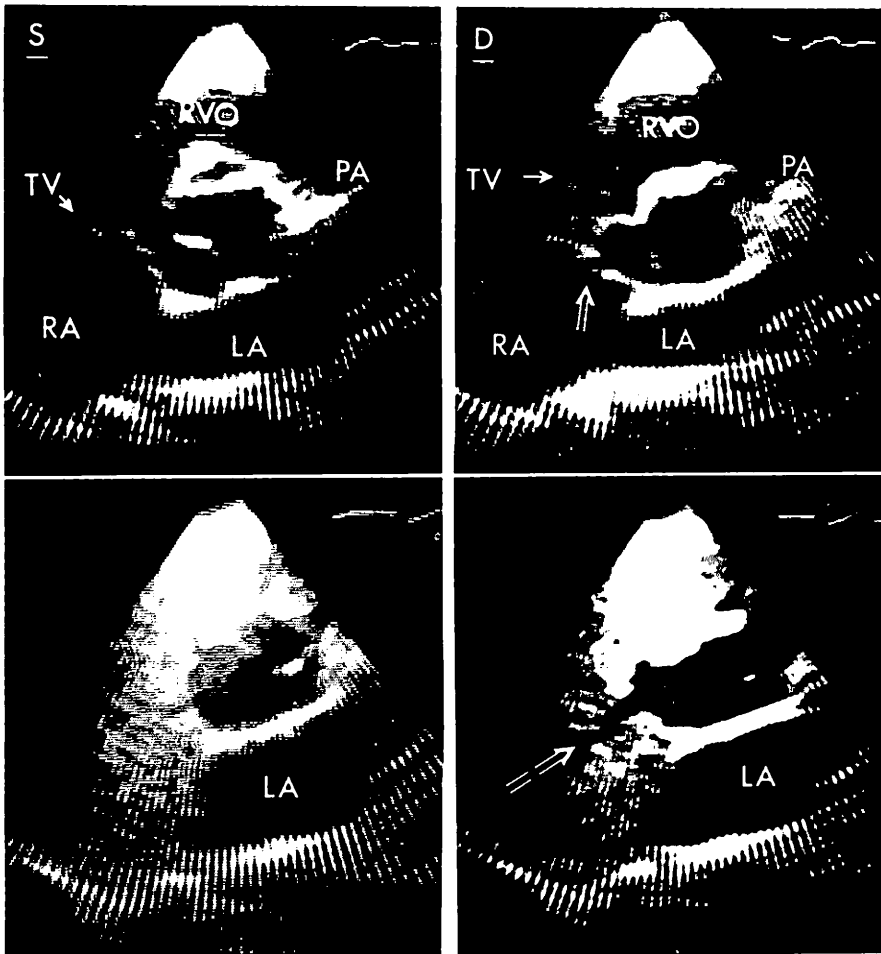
Short axis, two-dimensional echocardiograms of the aortic valve showing a dilated sinus of Valsalva of the non-coronary cusp and a nipple like aneurysm at its top (arrow) and negative jet, originated from the top of the aneurysm, can be seen in the right atrium during diastole by peripheral injection of contrast medium.
